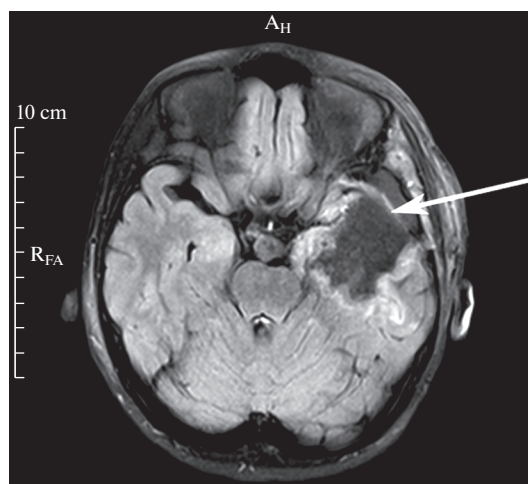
Послеоперационный снимок МРТ у пациента 10 лет, прооперированного по поводу посттравматической рефрактерной эпилепсии и ФКД ПВ типа. Стрелкой указана удаленная зона в переднем отделе левой височной доли.
